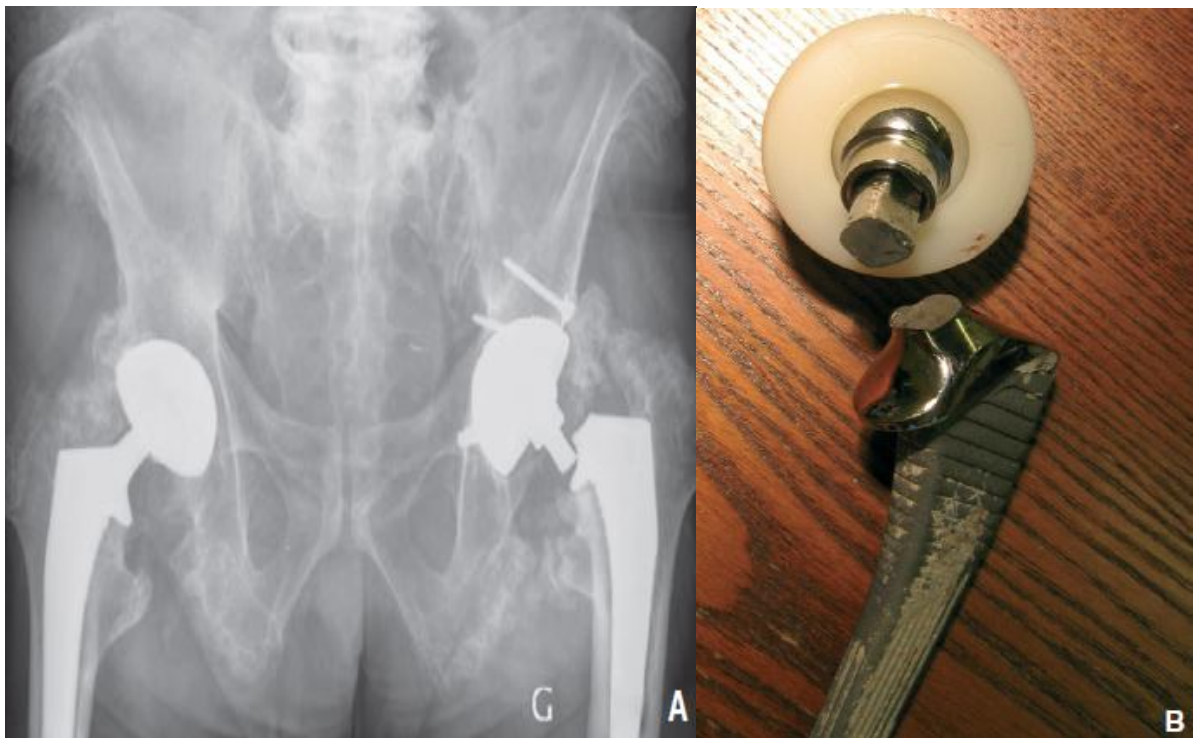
(A) Radiographie du bassin de face montrant une rupture du pivot (B) image du pivot[115]
